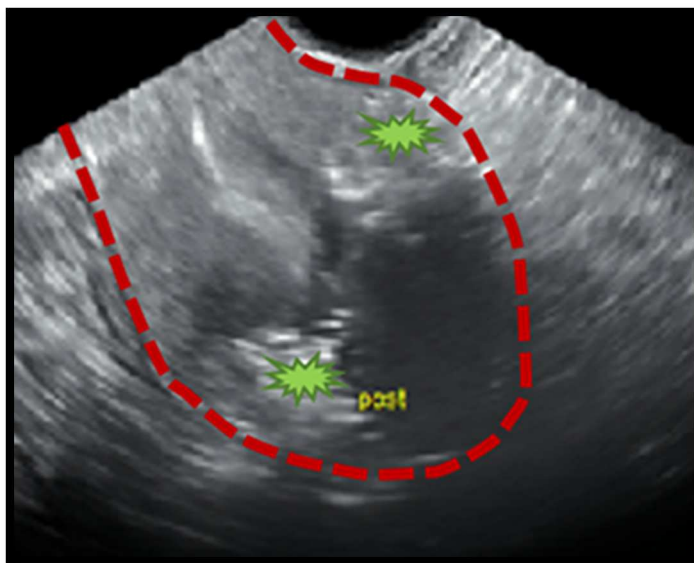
Imagen de ecografía transvaginal que muestra la inyección miometrial mediante técnica TUMIR del trazador híbrido, observándose el depósito del trazador inyectado en las paredes anterior y posterior del miometrio (asteriscos verdes). La línea roja intermitente delimita el útero.
